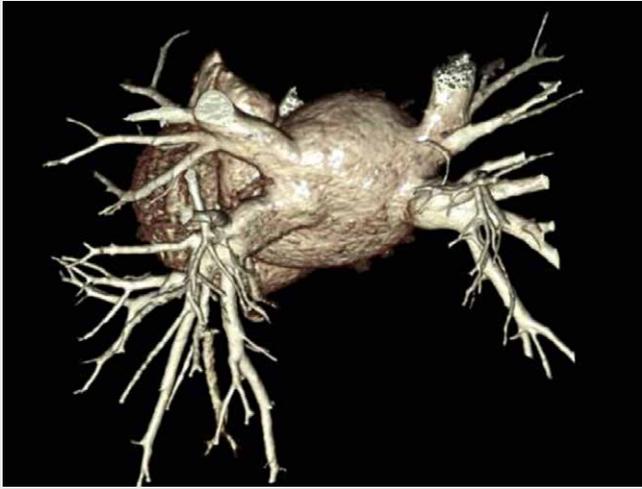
CT-generierte Darstellung der vier Pulmonalvenen, die einzeln mittels Ablation isoliert werden.
